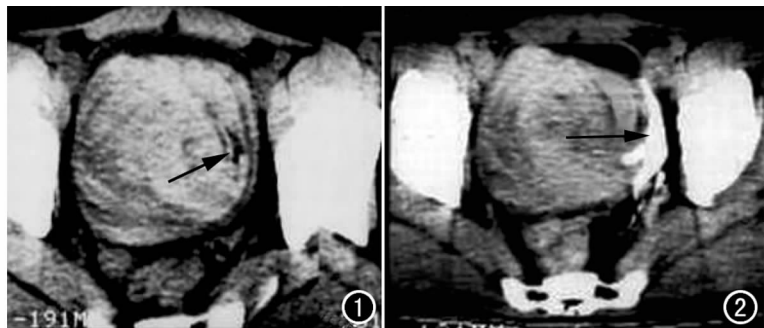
CT 平扫。示膀胱内直径约 10.0cm×9.5cm 大小的混杂密度灶, 呈分层状, CT 值 35~79HU, 病灶左侧部呈条状低密度影(箭)。
